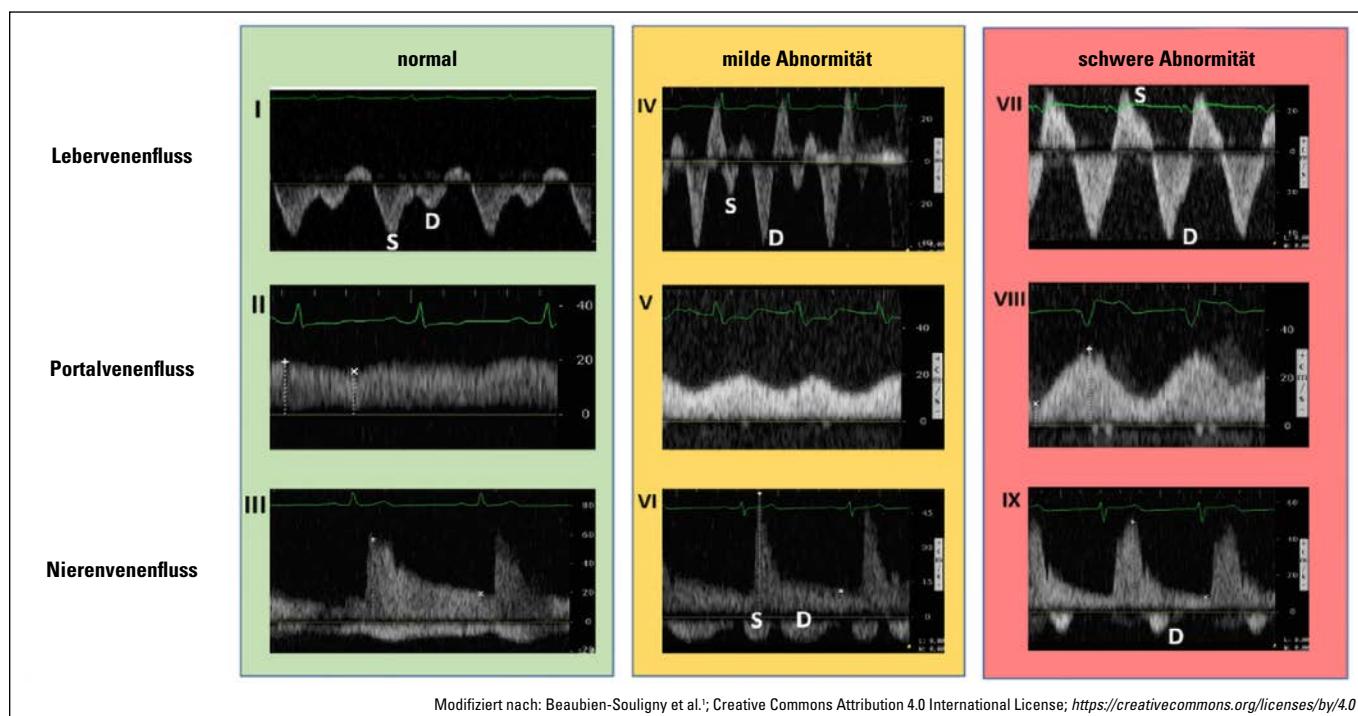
Klassifizierung des Lebervenenflusses, Portalvenenflusses sowie Nierenvenenflusses im p/w-Doppler in 3 Schweregraden
